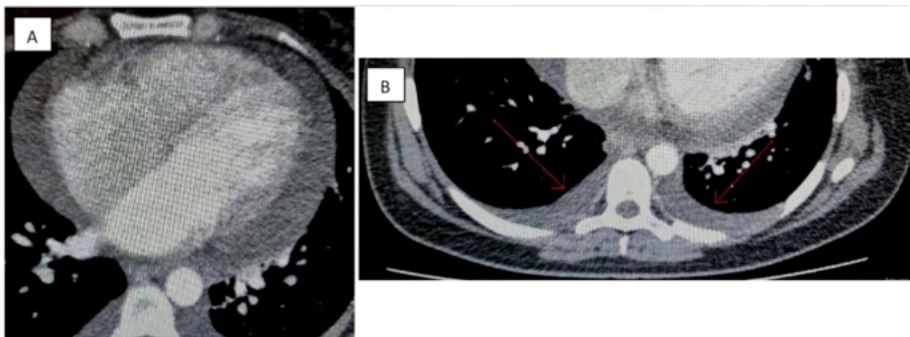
TC de tórax no corte axial evidenciando A) grande derrame pericárdico e B) derrame pleural bilateral.
